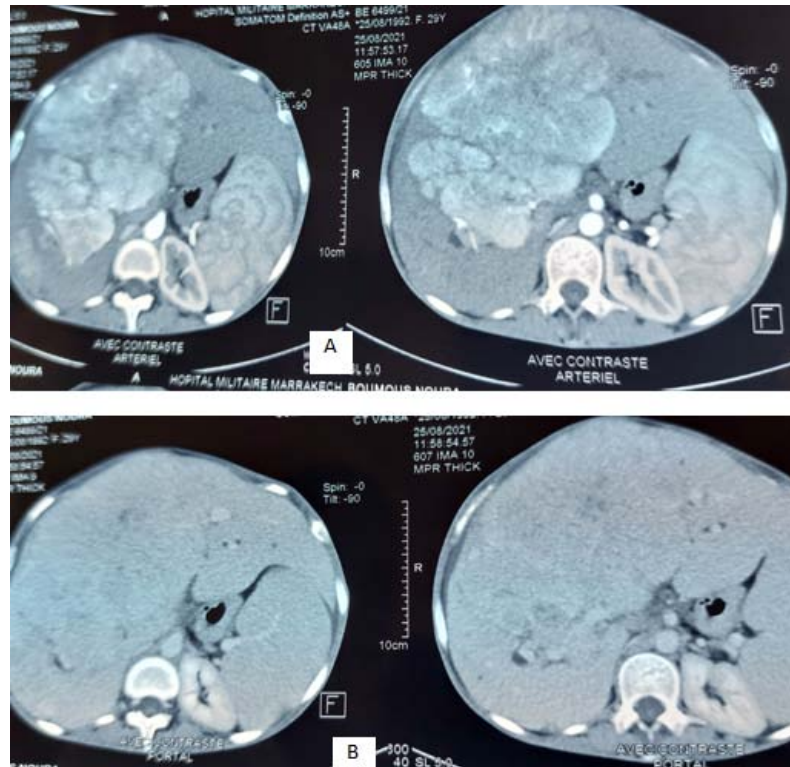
TDM hépatique en coupes axiales fenêtrage parenchymateuse : (A) : grande masse hépatique rehaussée au temps artériel, (B) : lavage au temps portal
